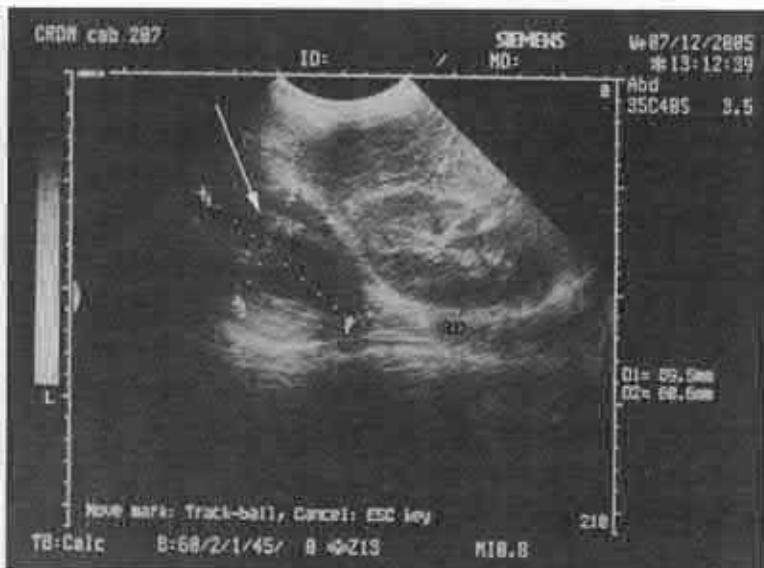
Caz clinic. Ecografie preoperator – paranefrită pe dreapta.
